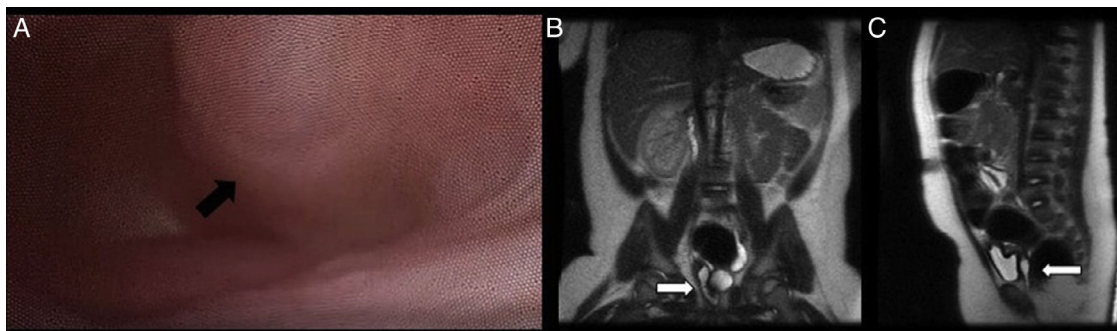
Caso 2. A) Vaginoscopia en la que se visualiza hemivagina obstruida (flecha) protuyendo en la vagina. B) Corte coronal de RM donde se visualiza una estructura tubular, en teórica ubicación de la vagina, con contenido líquido (flecha). C) Corte sagital de RM donde se visualiza estructura tubular retrovesical y anterior al recto (flecha).
